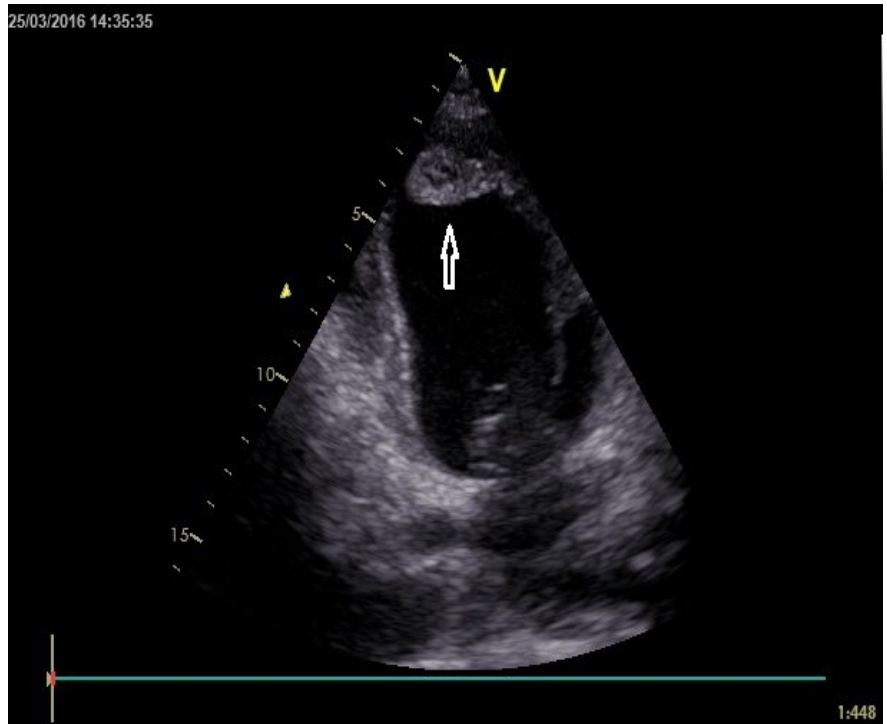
The transthoracic echocardiography with diffuse ventricular dilatation and large apical thrombi (arrow) (performed at the admission)
